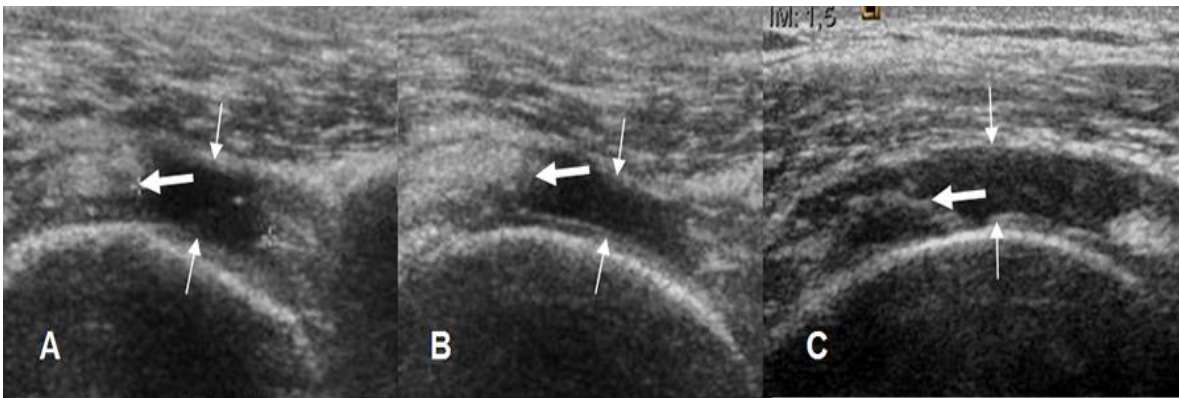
Ruptura del tendón supraespinoso. A, B y C: Ecografía coronal. Solución de continuidad de espesor completo en el tendón del supraespinoso, que está ocupada por líquido (flechas delgadas), secundario a ruptura completa. Extremo del tendón retraído. (Flecha gruesa).
